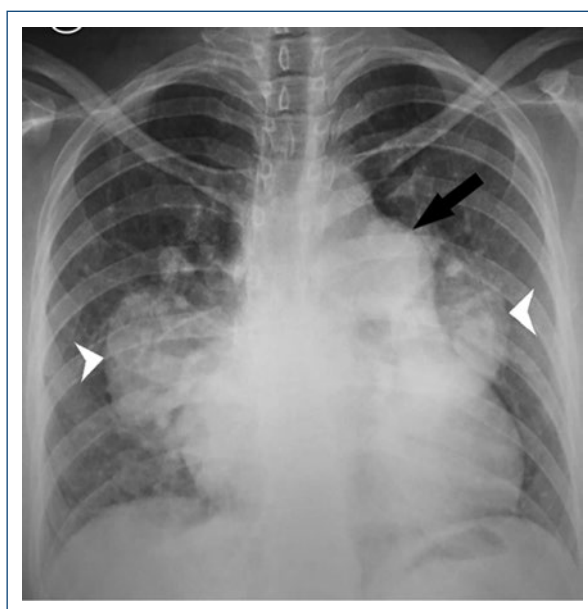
X-ray of the chest. Cardiothoracic index > 0.5, prominent main pulmonary artery (arrow) and dilated right and left pulmonary arteries (arrowhead).
